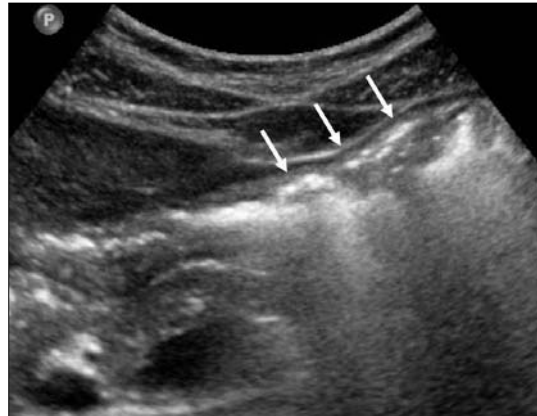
Interactions of ultrasound with anatomic structures. On transverse view of abdomen, the air within stomach (arrows) appears as irregular echogenic foci. The air has very small acoustic impedance and almost reflected.
